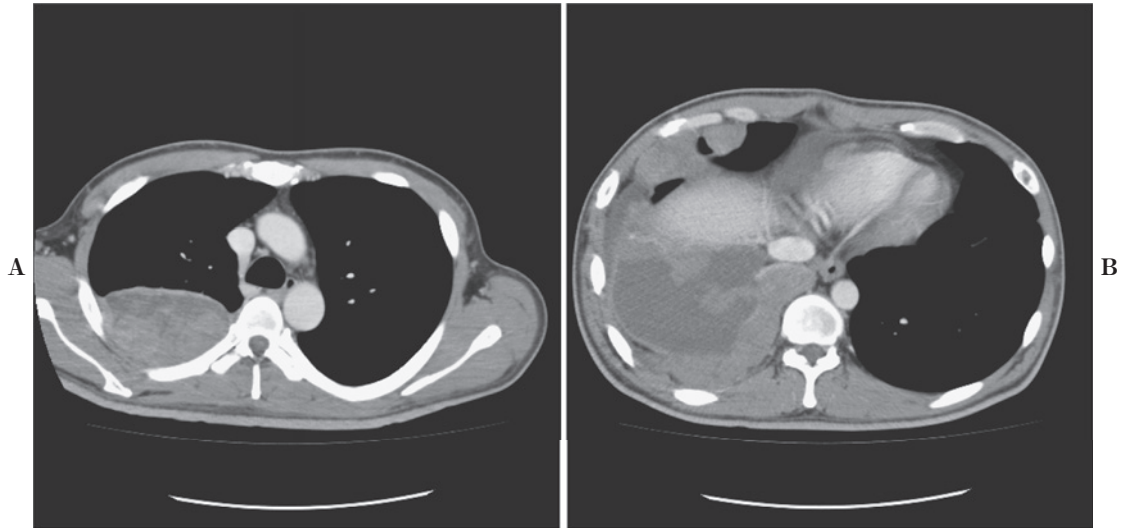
A, B: Contrast-enhanced computed tomography scan showing heterogeneous pleural-based masses in the right thorax.
